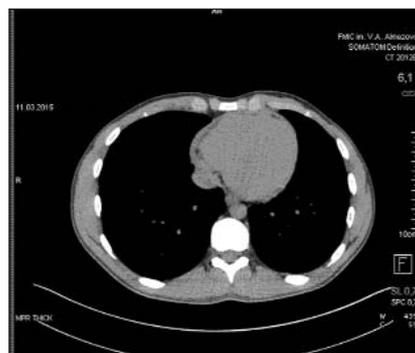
КТ органов грудной клетки от 11.03. Описание в тексте
